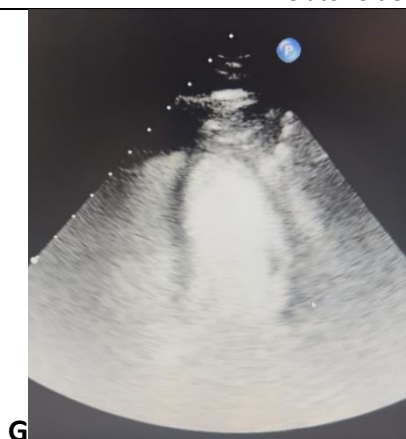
(G) plano apical 2 câmaras com contraste Sonoview.
